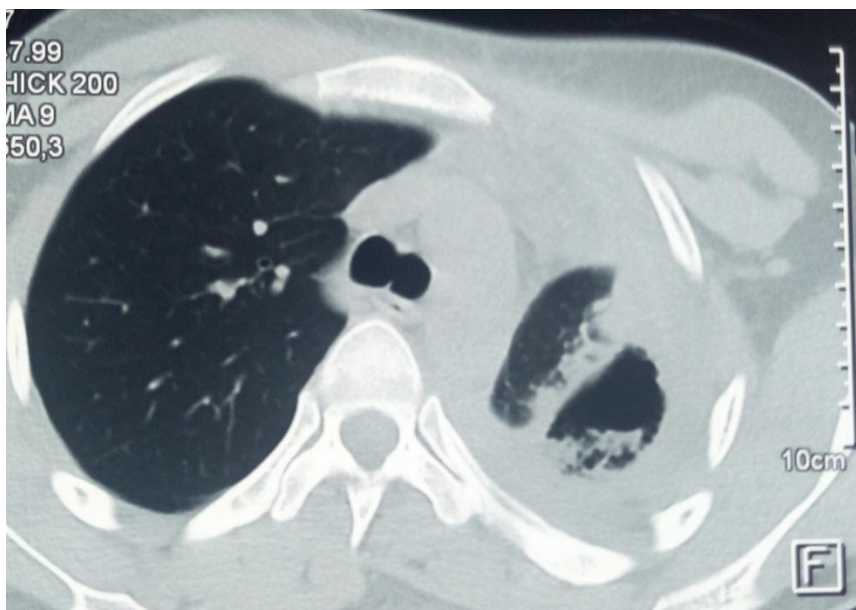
TDM Thoracique objectivant une poche vide apicale gauche avec importante rétraction thoracique et une pachypleurite.
